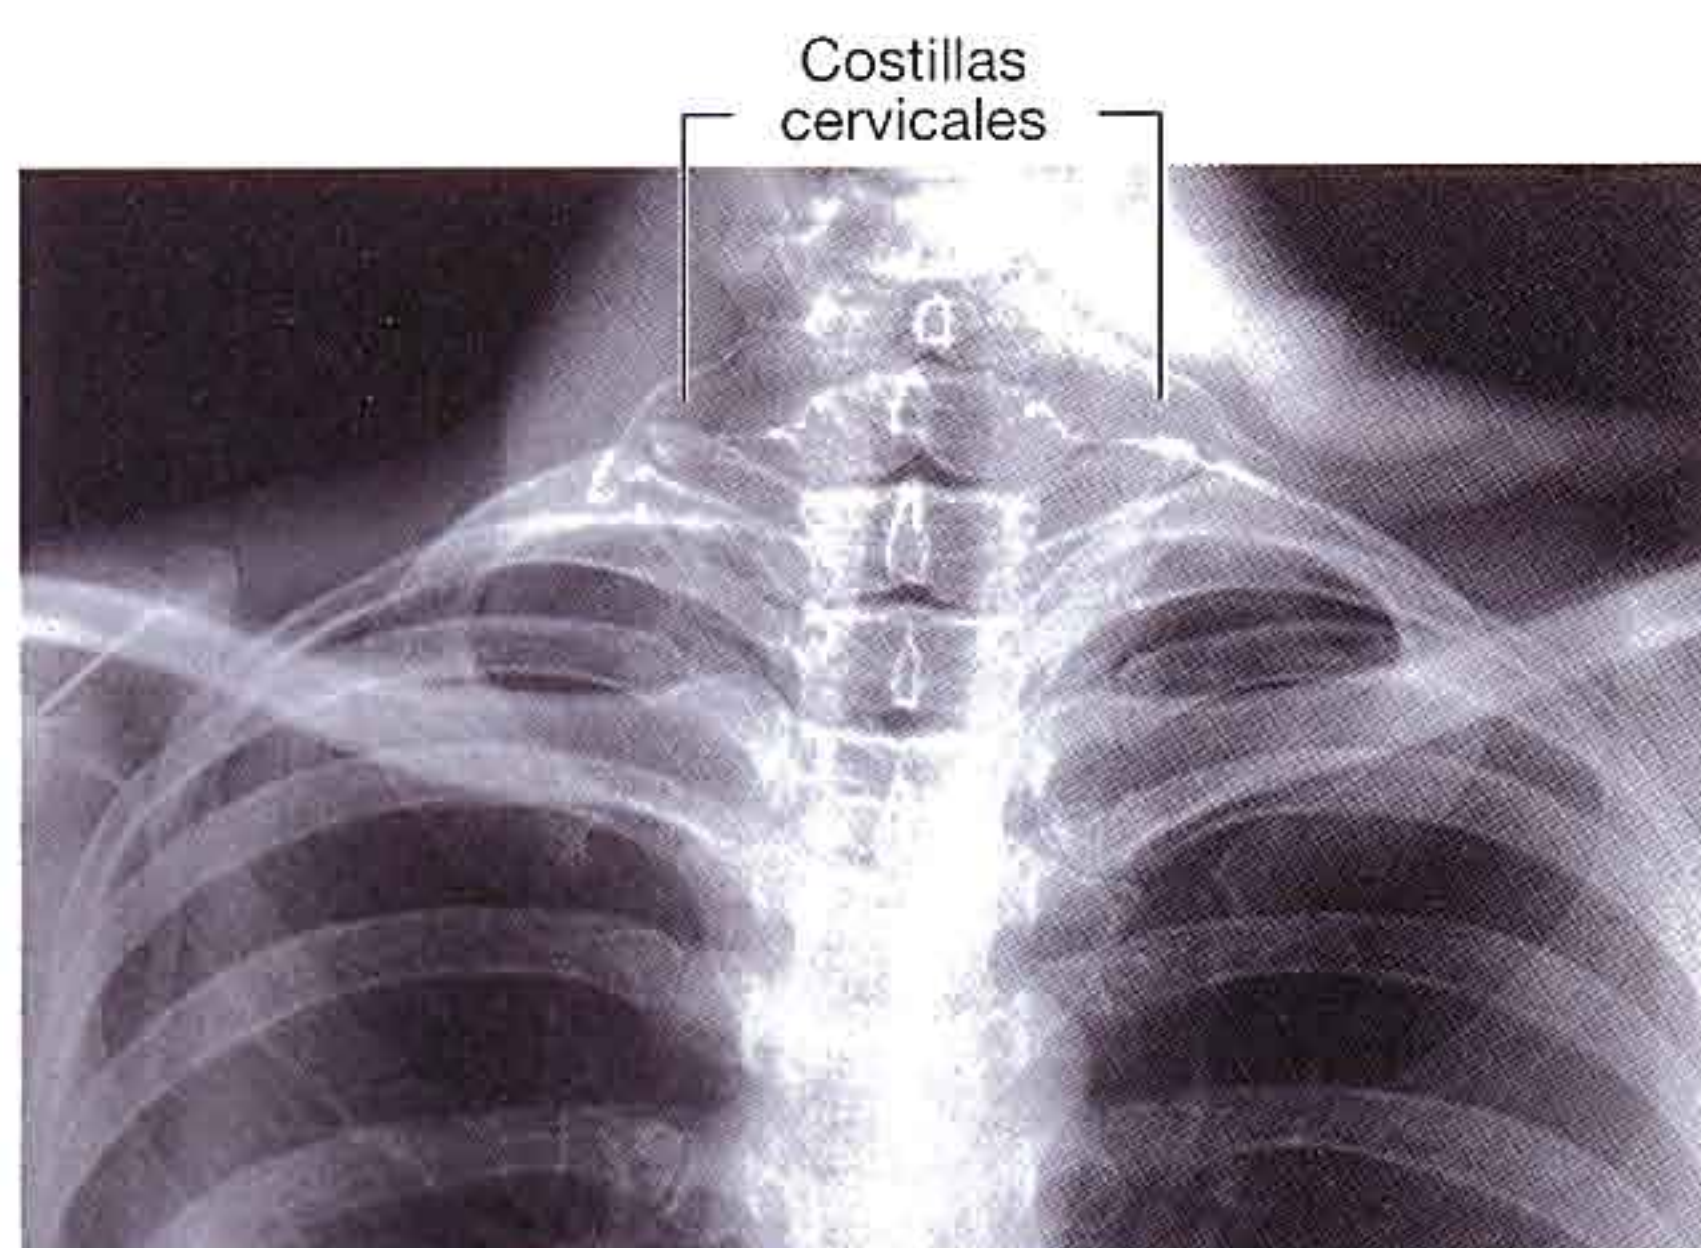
Radiografía de cuello que muestra costillas cervicales bilaterales.
